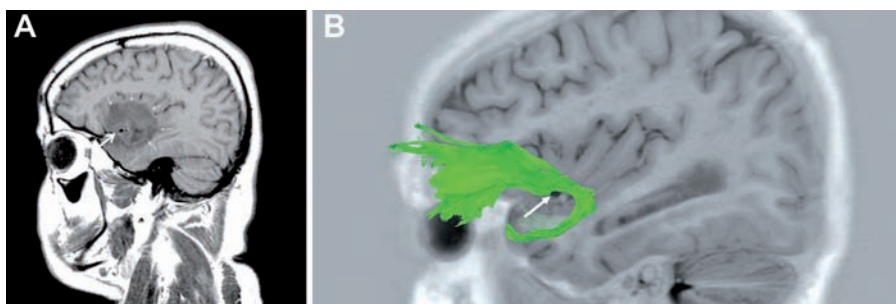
A: imagen sagital de RM, potenciada en T1, de una lesión de bajo grado temporal que se extiende al lóbulo frontal a través del fascículo uncinado. La región del fascículo uncinado (flechas pequeñas) puede ser identificada dentro de la hipointensidad típica de estas lesiones: el tumor rodea la arteria cerebral media (flecha) y se extiende al córtex orbitario posterior. B: tractografía, *in vivo*, del tracto uncinado. La relación del fascículo uncinado y la arteria cerebral media (flecha) es similar a la que muestra el patrón de invasión tumoral de la figura 7A.
